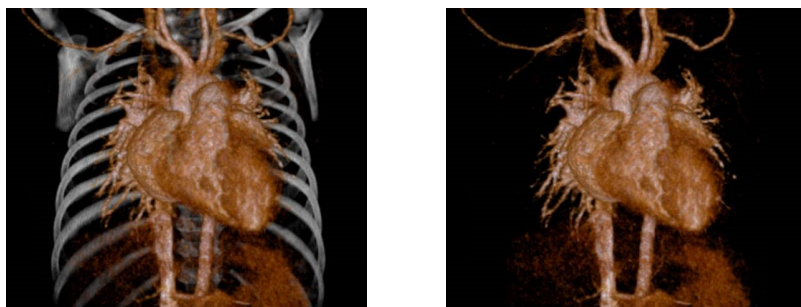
東京大学医学部附属病院における心臓造影 CT 画像からの 3DCG 再構築の例
